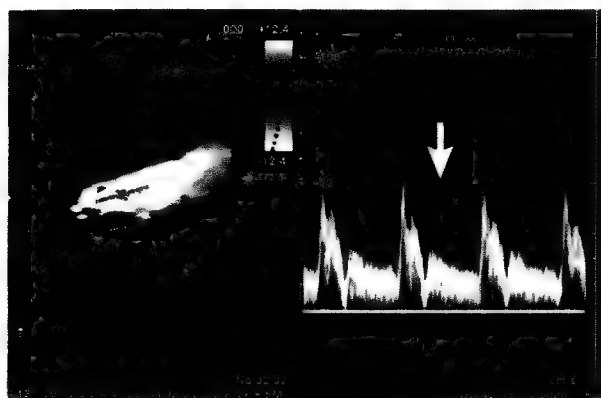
Traseu Doppler (săgeată).
